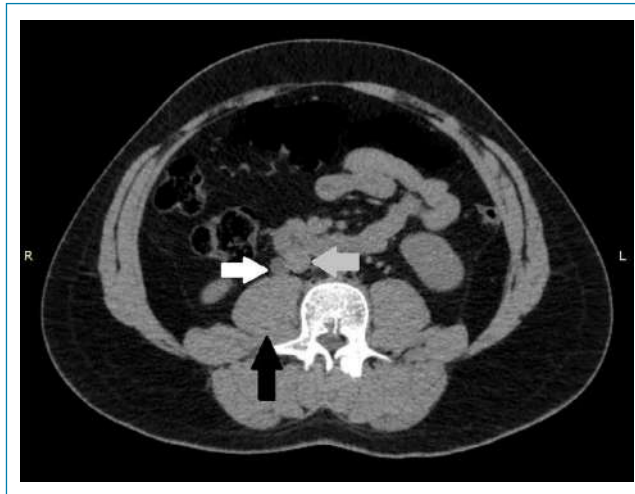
Tomografia computadorizada no corte axial, demonstrando ureter direito circuncaval dilatado (seta branca) comprimido entre a veia cava inferior (seta cinza) e o músculo psoas maior (seta preta).
